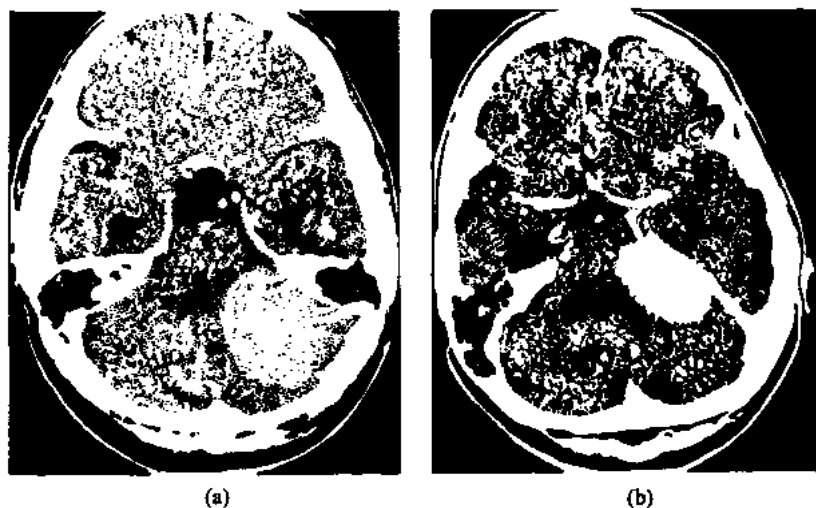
CT 检查示肿瘤与内听道的相关位
